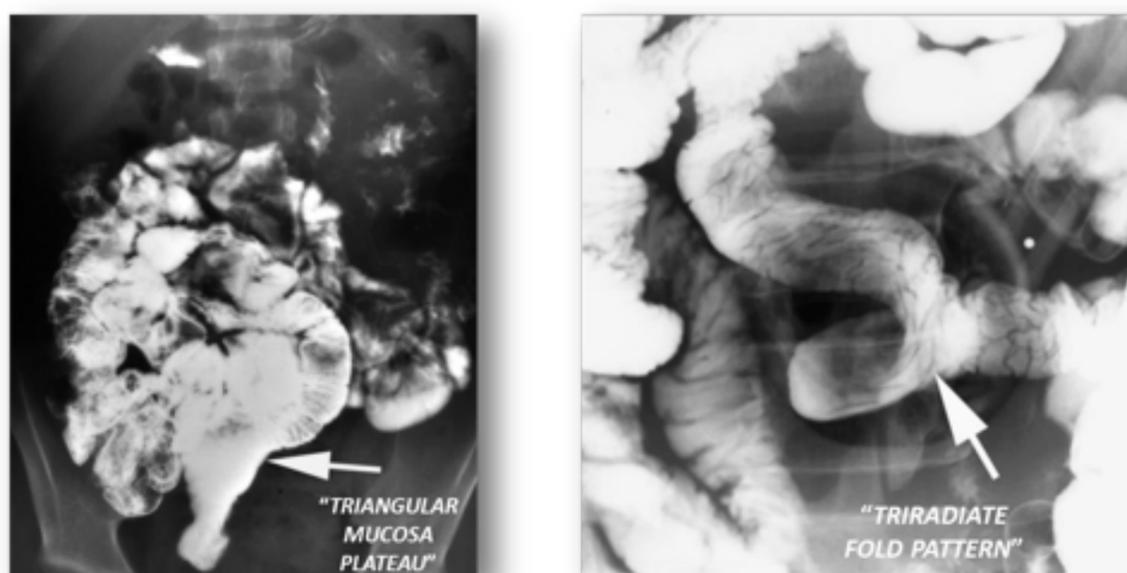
Patrones del DM en estudios baritados. Imágenes: RadioGraphics, 2004.
